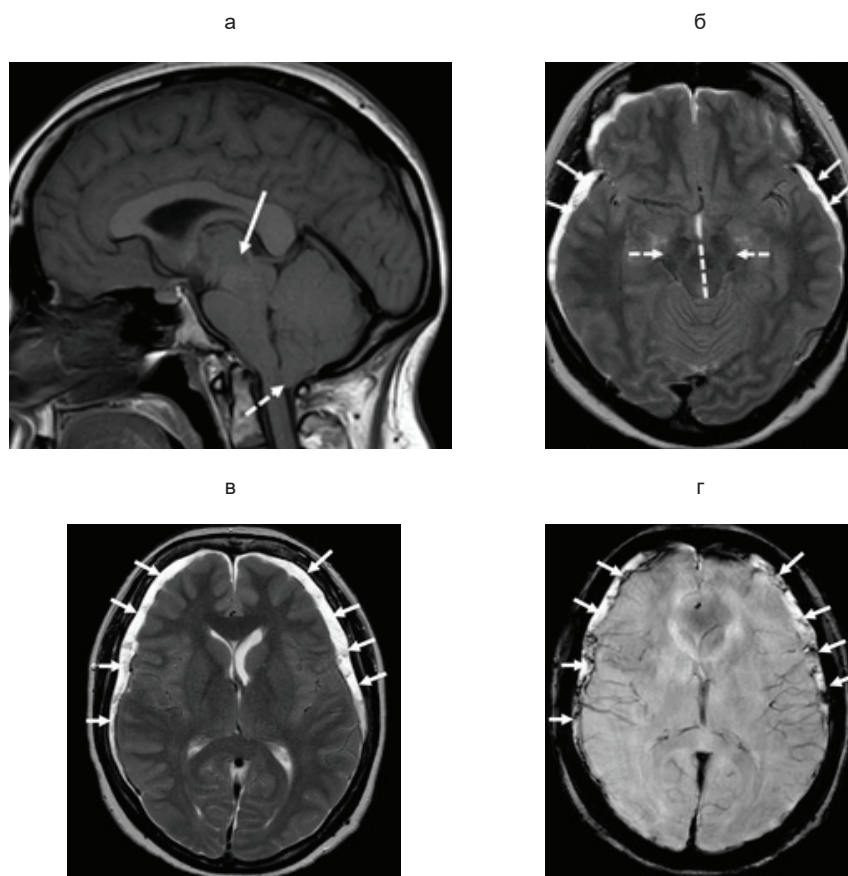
МРТ головного мозга при внутричерепной гипотензии (собственное наблюдение): а – на T1-взвешенных сагиттальных изображениях определяется каудальное смещение мозжечка (пунктирная стрелка), стволовых структур и среднего мозга, с сужением базальных цистерн мозга, деформацией варолиева моста и ножек мозга (сплошная стрелка); б – на T2-взвешенных аксиальных срезах выявляются субдуральные гиромы (сплошные стрелки), «сплюснутость» среднего мозга с боковых сторон с увеличением его передне-заднего размера (пунктирные стрелки); в – режим T2, г – режим SWI, на аксиальных срезах определяются субдуральные выпоты с небольшим накоплением гемосидерина, что указывает на субдуральные кровоизлияния; также отмечается значительное сужение (щелевидная форма) боковых желудочков
